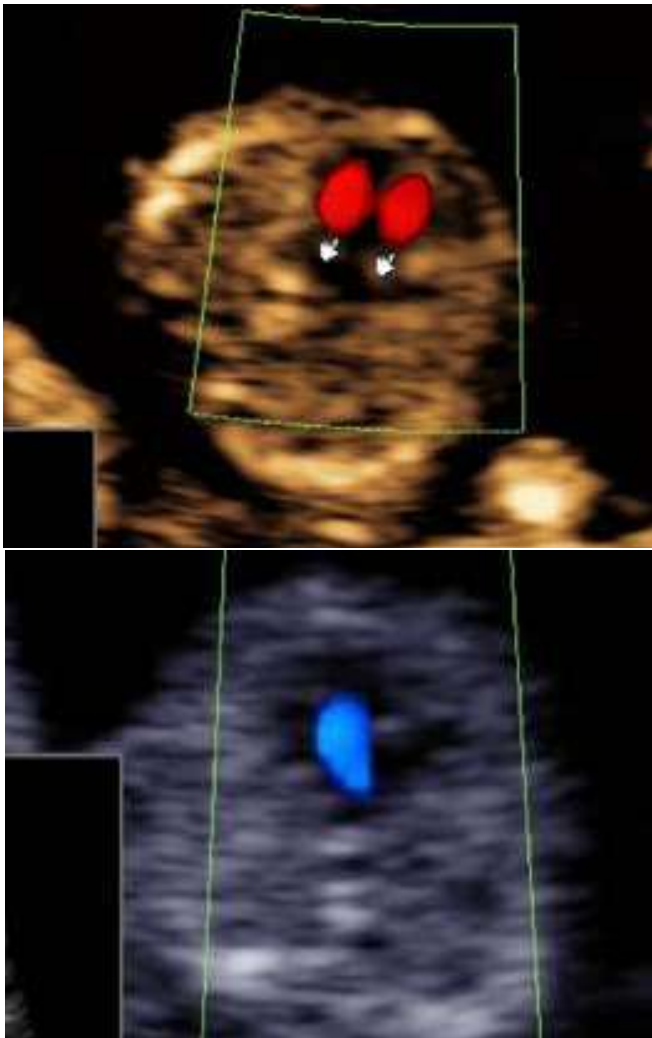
Superior: Corte axial de tórax documentando 2 flujos aurículo-ventriculares a la aplicación de Doppler color (normal). (Inferior): Corte axial de tórax con un solo flujo A-V (canal aurículo-ventricular en un feto con trisomía 21).
